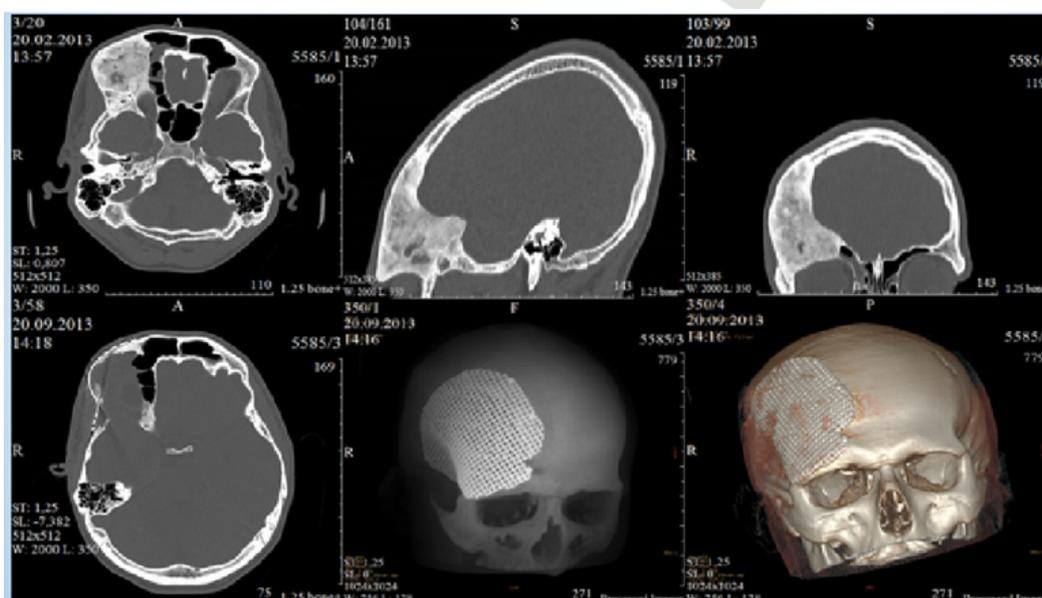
МРТ-снимки пациента с фиброзной дисплазией и установка титанового имплантата.
